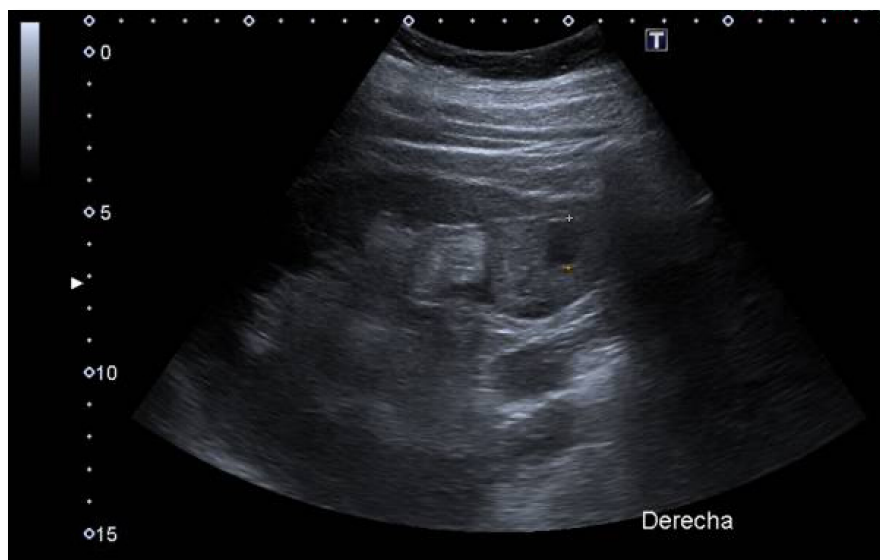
Tumor renal derecho visualizado en ecografía simple.
